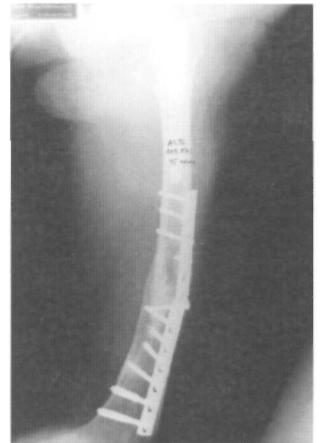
Radiografía de rotura de material de osteosíntesis y varización de la fractura a los 15 meses del tratamiento inicial.
